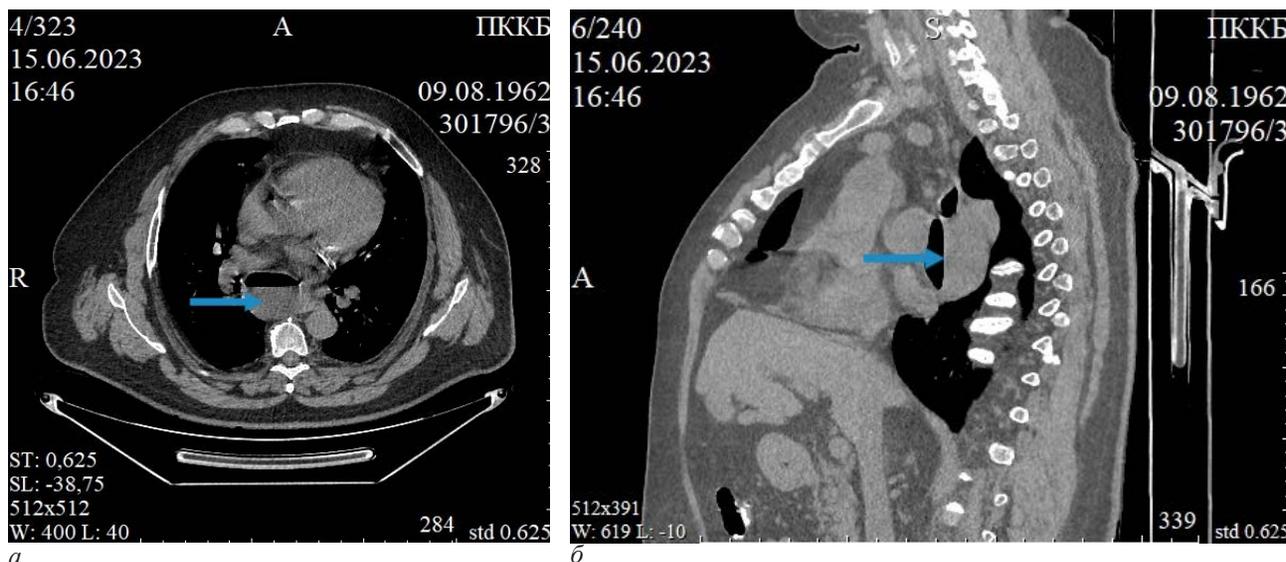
Компьютерная томография: кистозное образование средостения с уровнем жидкости (стрелка): а – аксиальный срез; б – сагиттальный срез
